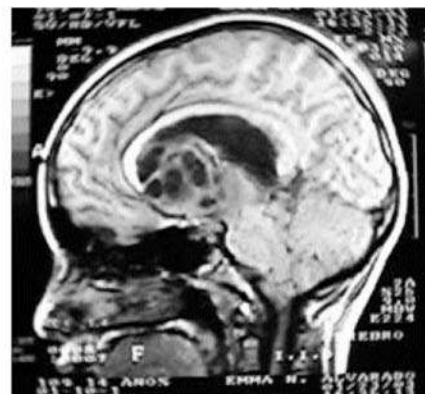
Imagen de cráneo por resonancia magnética en T1, corte sagital, que muestra masa ocupativa en región supratentorial en la línea media, de comportamiento quístico.
